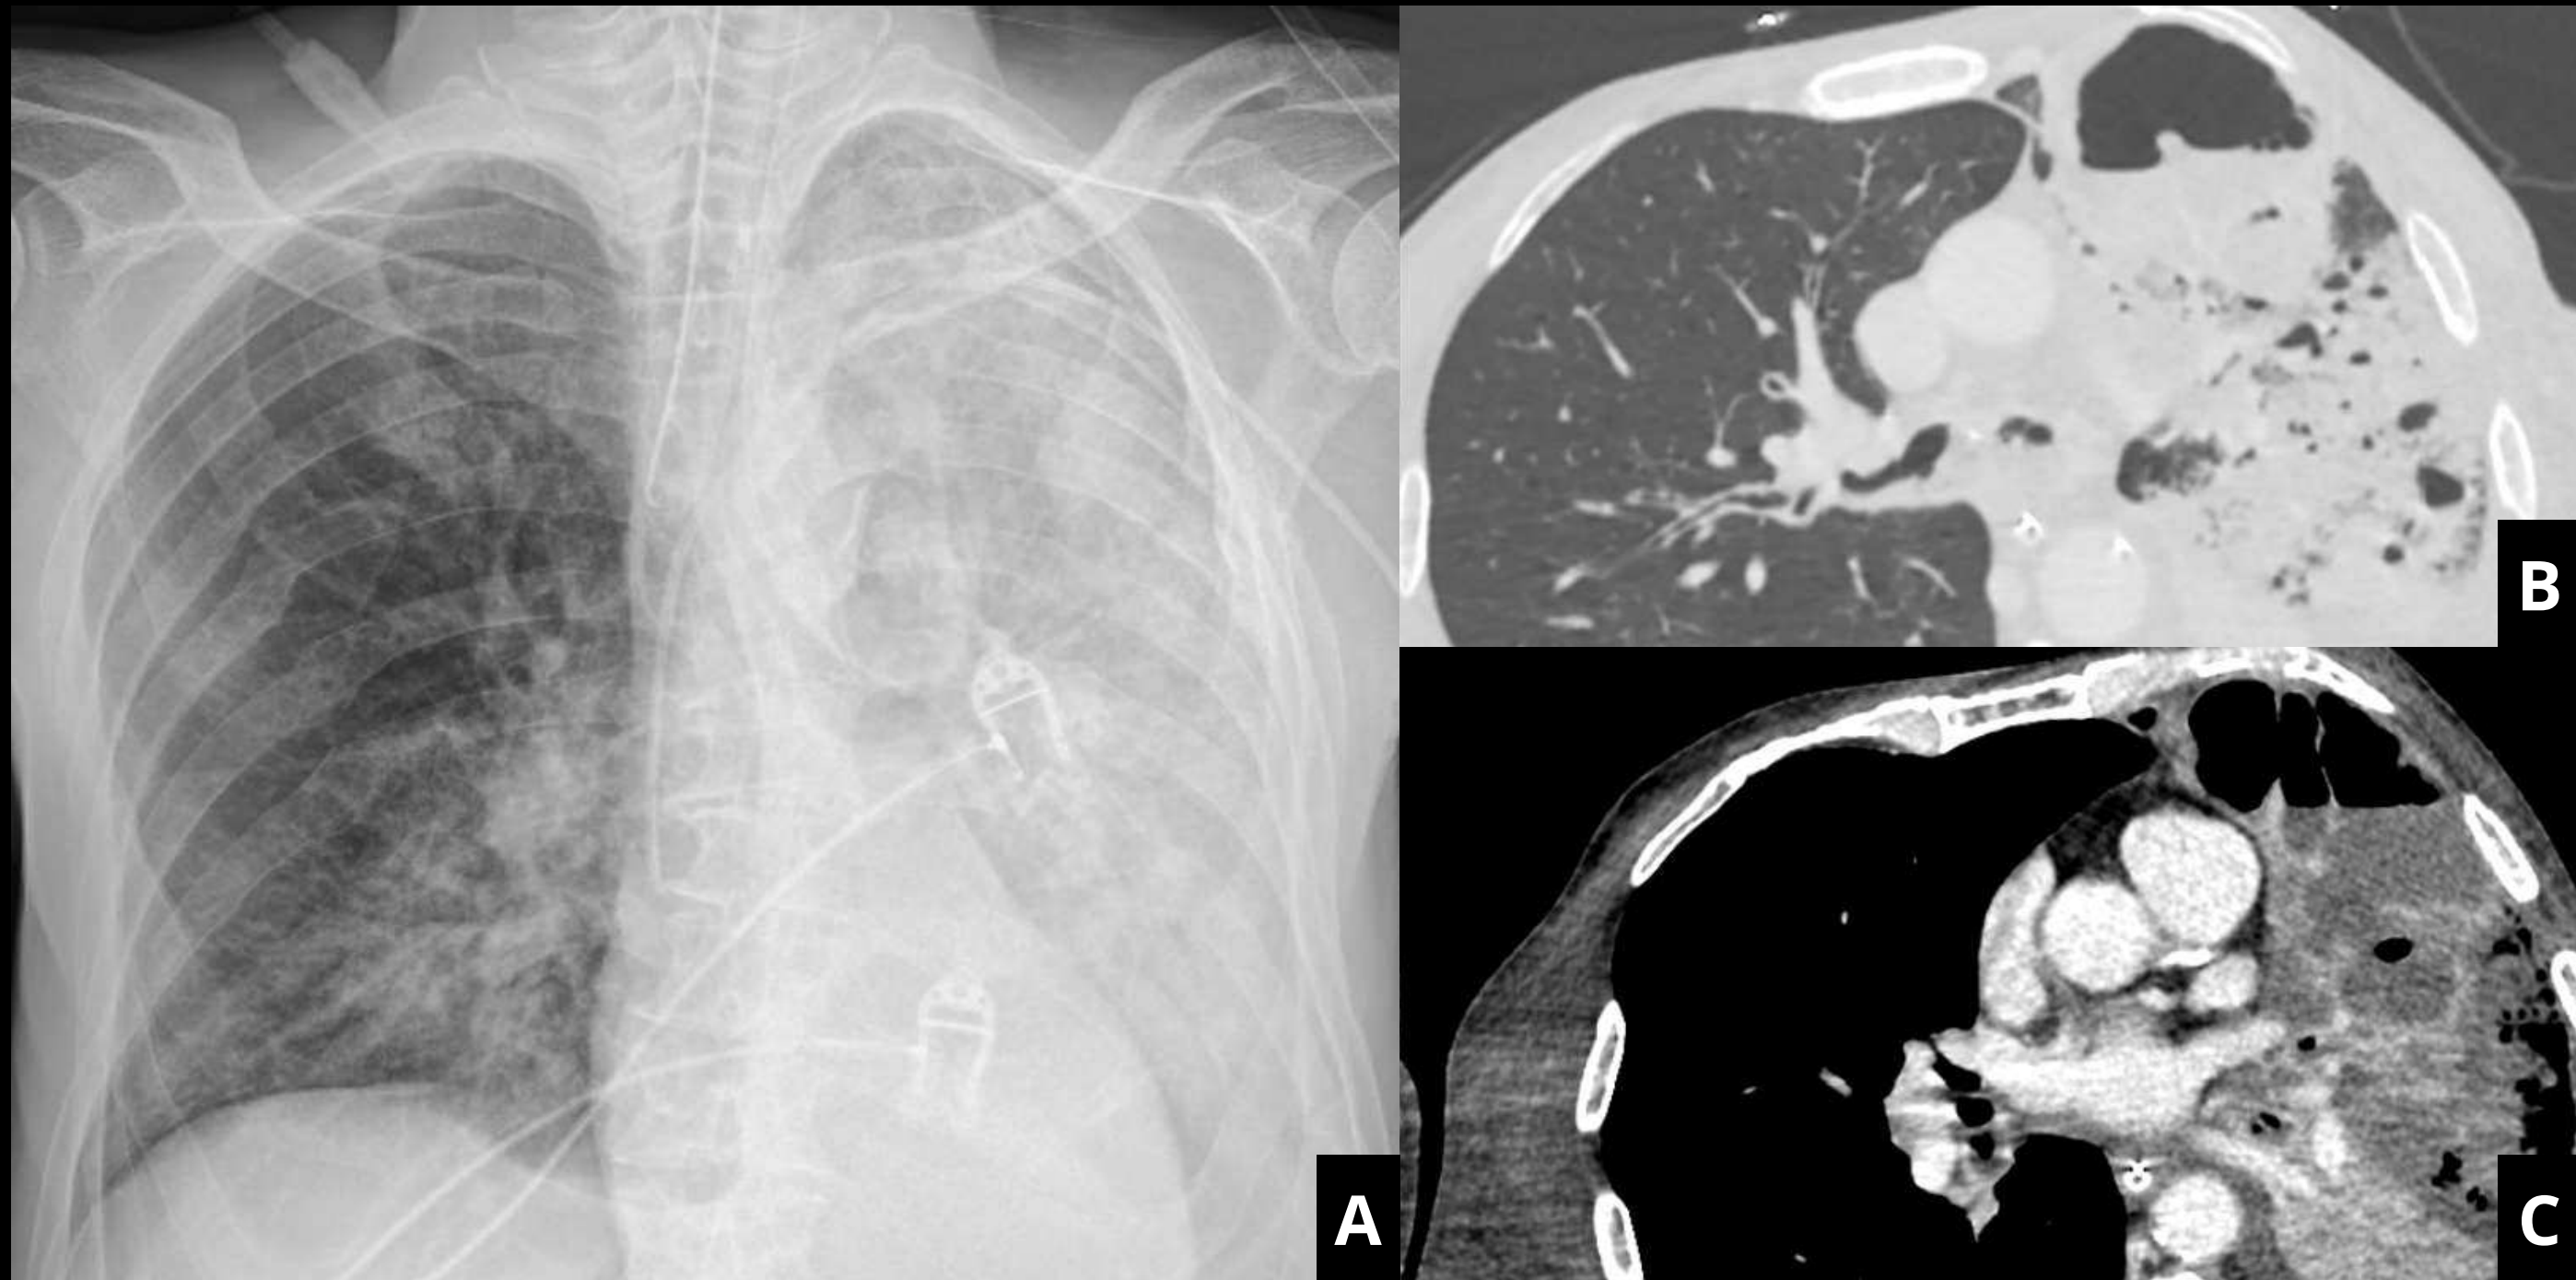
Paciente hospitalizado, intervenido quirúrgicamente 5 días antes por obstrucción intestinal. Pérdida del volumen y extensa consolidación del pulmón izquierdo en radiografía simple. En la TC realizada posteriormente, se objetiva la consolidación ya descrita en radiografía simple, que afecta a LSI y LII, y muestra neumatocèles y cavitaciones en su espesor con niveles hidroaéreos en su interior, compatibles con áreas de necrosis e incluso abscesificación (véase el realce periférico). Se aisló *Pseudomonas aeruginosa* multirresistente, en relación con ventilación mecánica.
